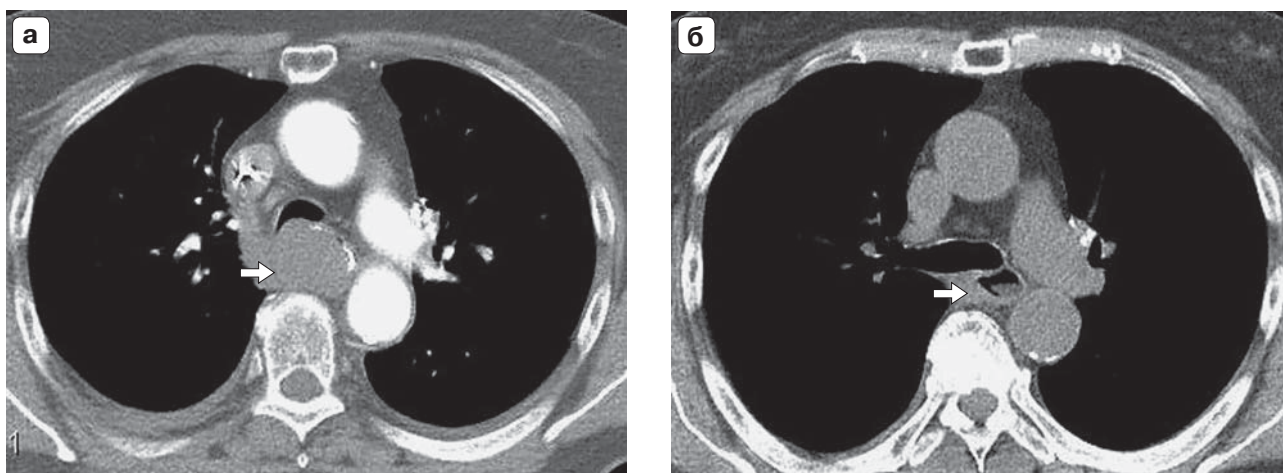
КТ грудной клетки, аксиальные срезы. а – первичное исследование (1-е сутки от поступления) – с болюсным КУ (артериальная фаза) и пероральным КУ: спонтанная гематома пищевода (стрелка), вызывающая сужение его просвета; б – исследование в динамике (14-е сутки от поступления) – нативно: выраженное уменьшение объема гематомы (стрелка).
